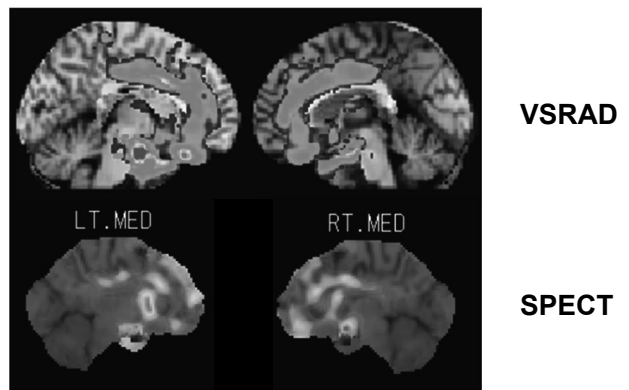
行動異常型前頭側頭葉型認知症 (bvFTD) の VSRAD と SPECT
